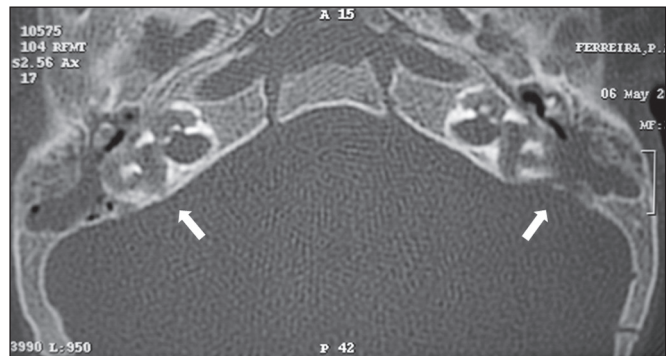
Otomastoidite em paciente imunocomprometido. TC, janela óssea, corte axial demonstrando otomastoidite bilateral (setas), com importante erosão óssea associada, estendendo-se para o labirinto, em paciente com febre alta, dor à palpação da região das mastoídes e evoluindo com tontura.
